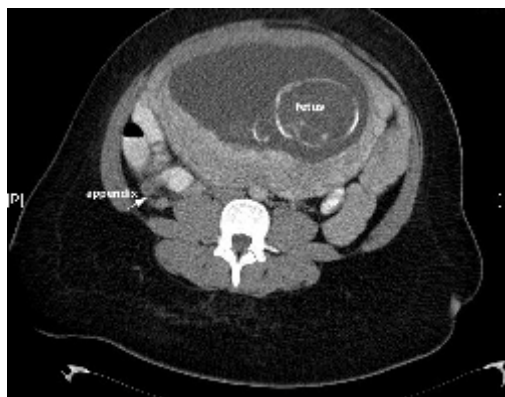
Imagen de TAC que muestra una apendicitis aguda.
